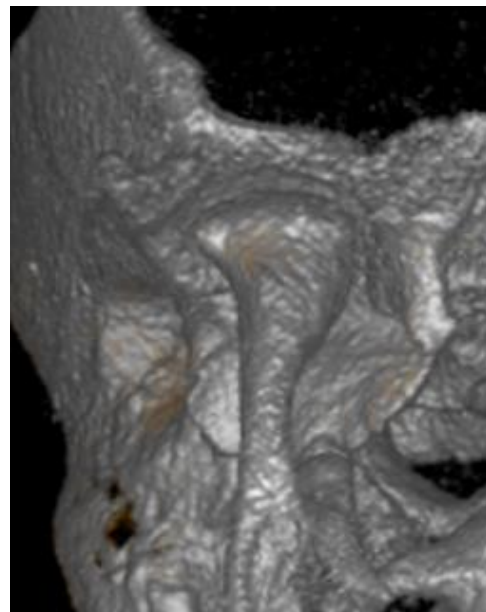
Aplatizarea pantelor condiliene. Randare 3D CBCT, vedere anterioară.
